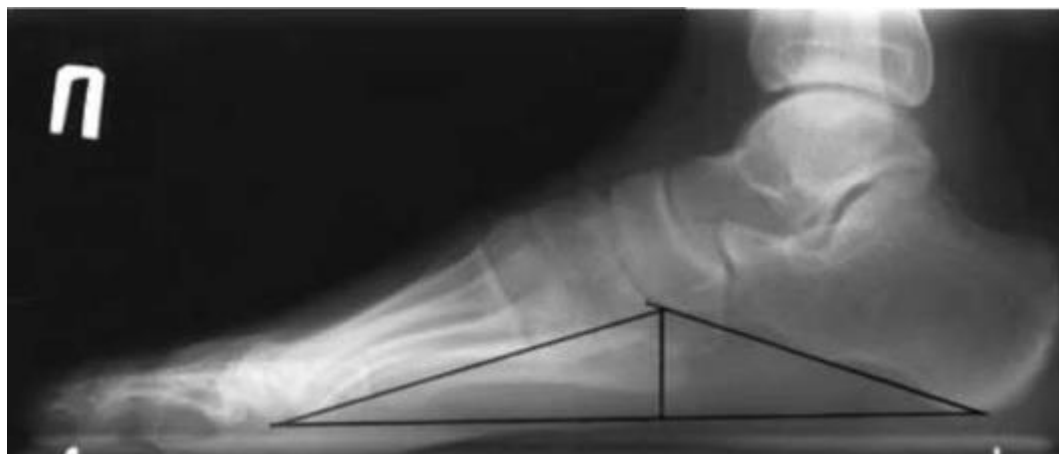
Рентгенограмма стопы в боковой проекции в условиях физиологической статической нагрузки с разметкой для определения угла и высоты продольного свода стопы
